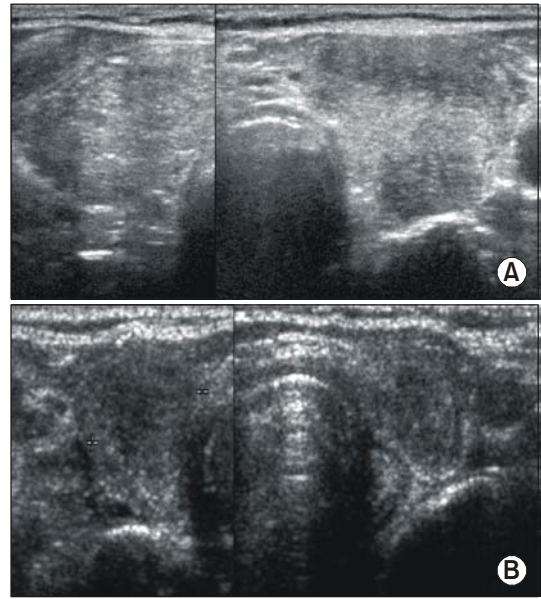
Pre-treatment ultrasonographic finding showing diffusely enlarged, heterogenous and ill-defined hypoechoic changes in both thyroid glands (A) and post-treatment ultrasonographic finding (B).
